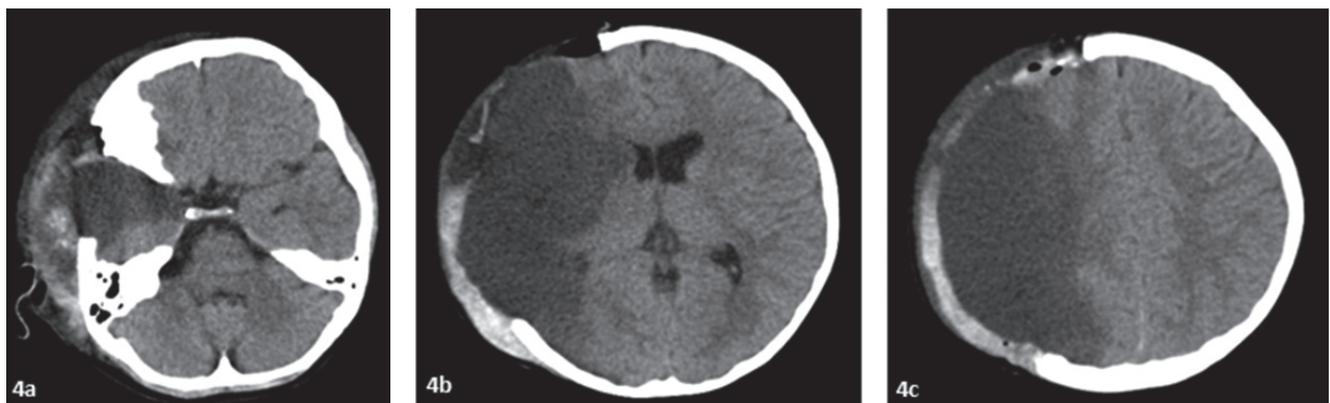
Cortes axiales de TAC de cráneo simple posoperatorio. 4a: se observa región temporal con herniación por craniectomía, se restablece la región uncal. 4b: edema cerebral importante con herniación por defecto de hemicraniectomía decompresiva. 4c: edema cerebral instaurado comprometiendo solo territorio de arteria cerebral media derecha con herniación por defecto de hemicraniectomía decompresiva amplia
